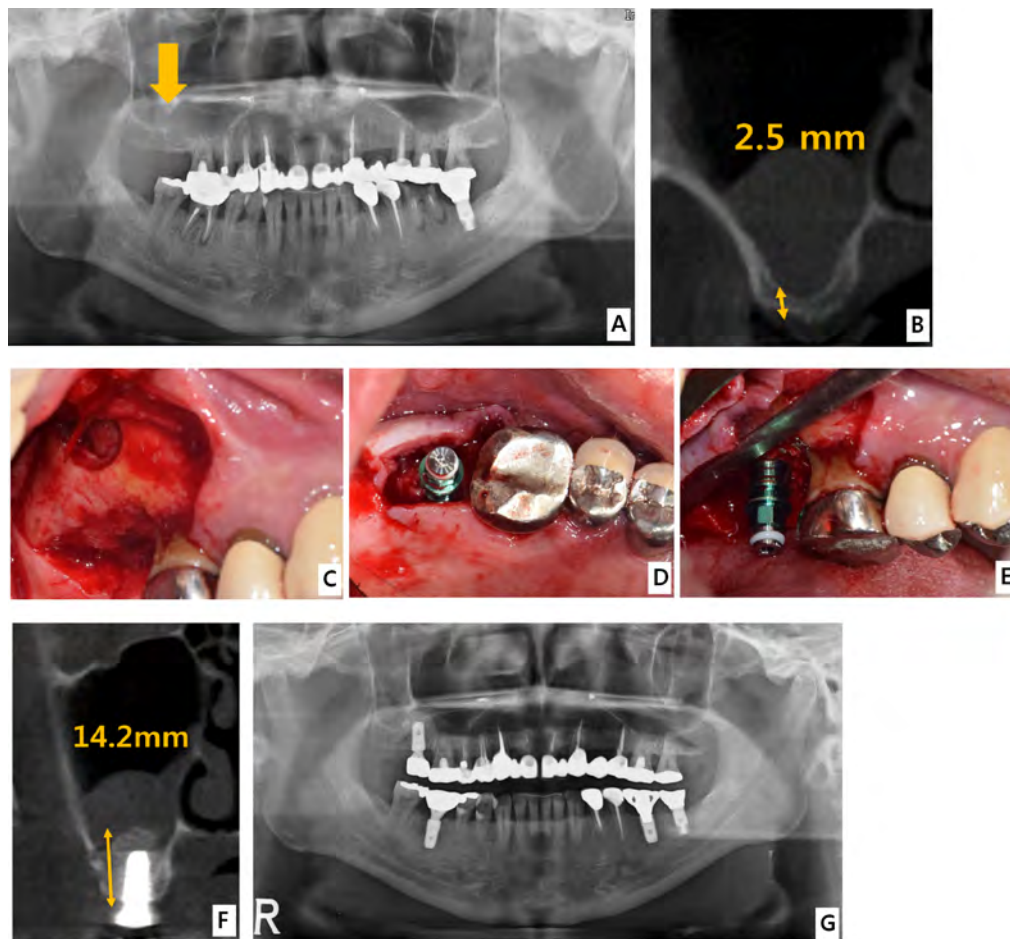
(A) Preoperative panoramic view, (B) Preoperative CT scan (paraxial view), (C) Lateral wall was prepared with a hydraulic lift kit and elevation of the sinus membrane was performed, (D, E) A fixture was placed (TS III® diameter 5.0 × 10.0 mm; Osstem, Seoul, Korea), (F) Dome-shaped sinus bone augmentation around the implant apex was shown, (G) Prosthetic delivery was done within 4 months of healing periods.
